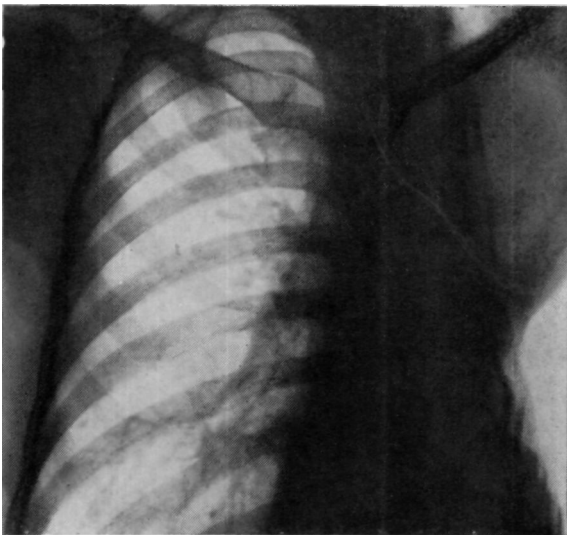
Обзорная рентгенограмма больного С. через 8 месяцев после операции. Левая плевральная полость облитерирована, в правом легком видимой патологии нет.
